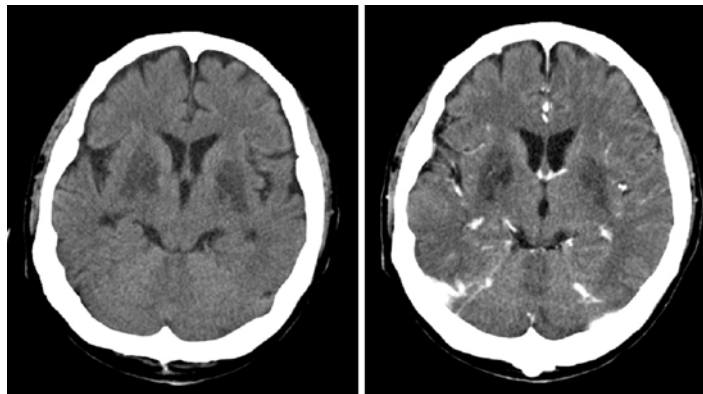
Follow-up brain CT 3 months later shows decreased size of low attenuation on bilateral basal ganglia and cerebella vermis.
